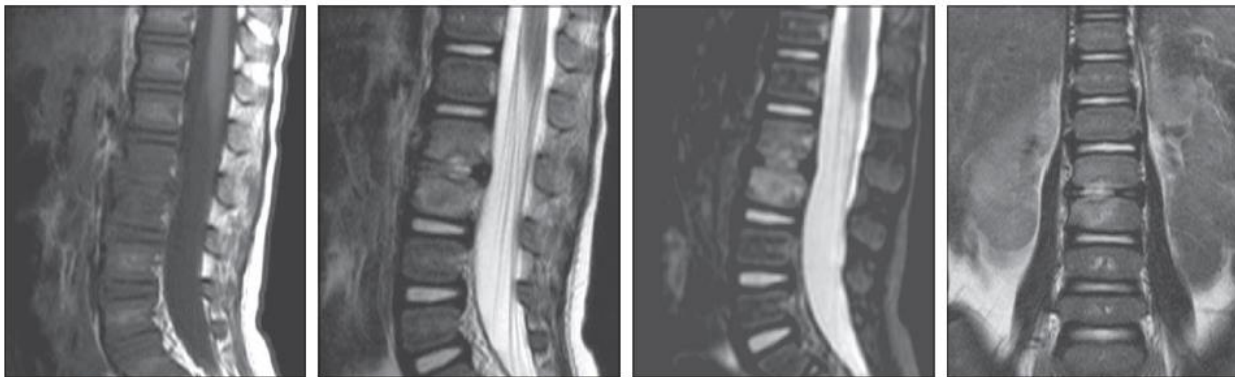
RM de columna. A: secuencia T1 B: secuencia T2. C y D: secuencia STIR.
